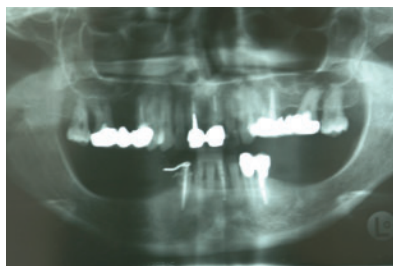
Orthopantomographie des Patienten. Es ist eine bilaterale Unterkieferatrophie vorhanden. Die Behandlung der rechten Seite wird vorgeführt.
